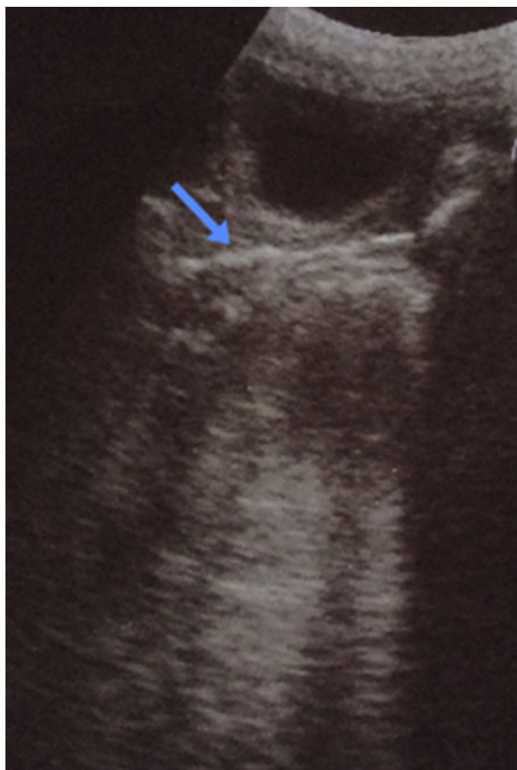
Ecografía pélvica mostrando una estructura lineal hiperecogénica en la luz vaginal (flecha azul).
